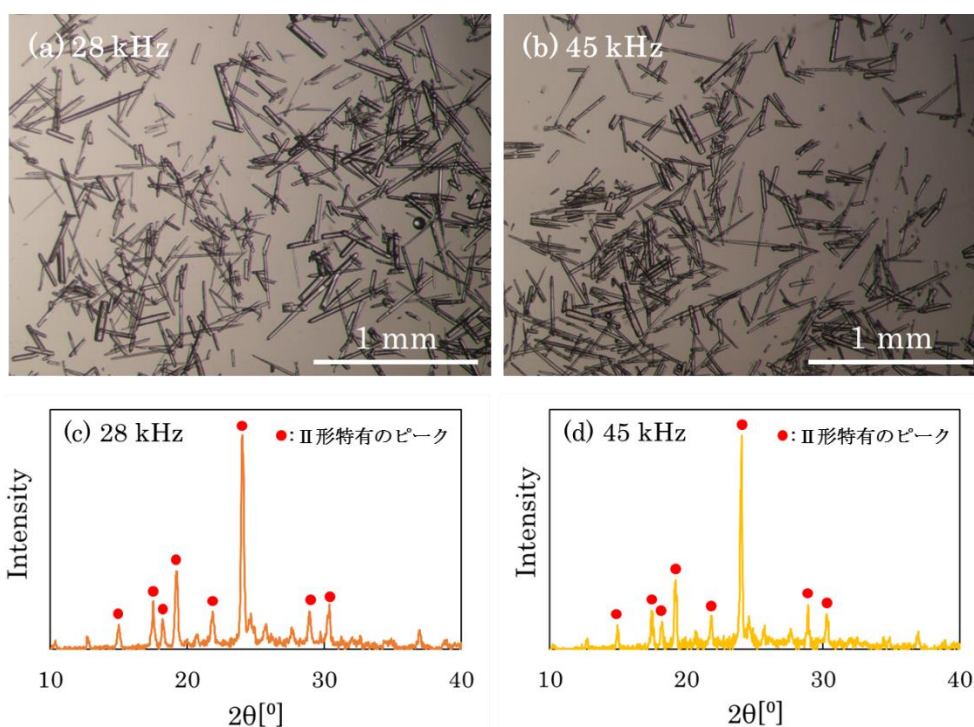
超音波照射により得られた結晶写真と粉末 X 線回折パターン（赤丸印：II 形特有のピーク）
